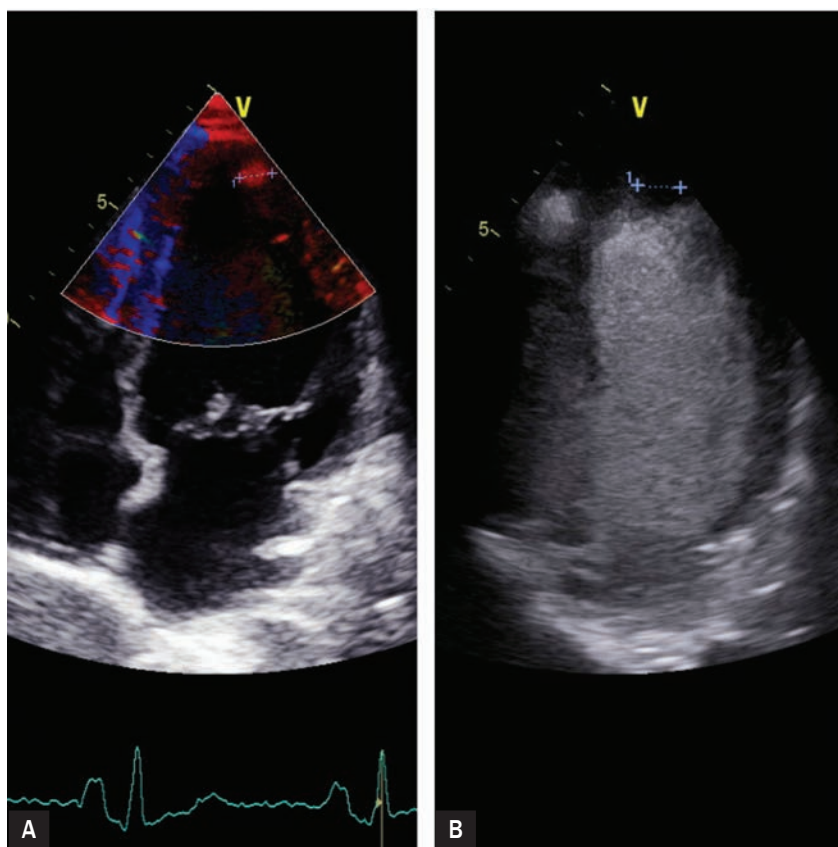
The four-chamber view, tissue Doppler imaging and contrast-enhanced ultrasound – left ventricular apical thrombus
